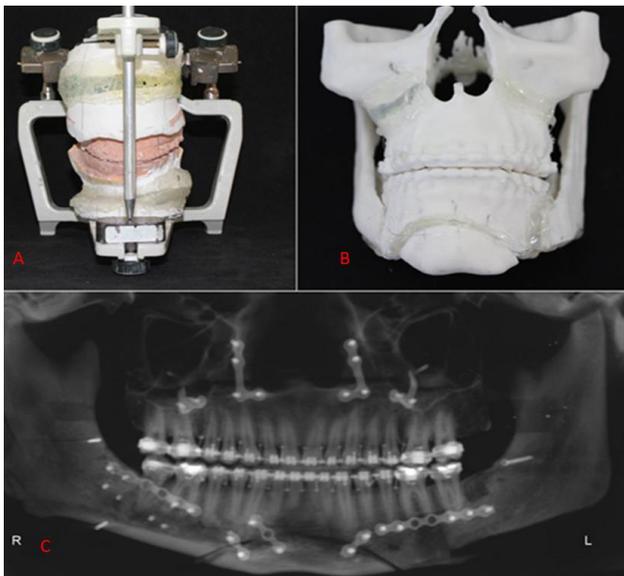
Imagens relacionadas com o planejamento cirúrgico e o resultado pós-operatório. Legenda: A, ASA final; B, protótipo com planejamento cirúrgico, e; C, radiografia panorâmica final.
